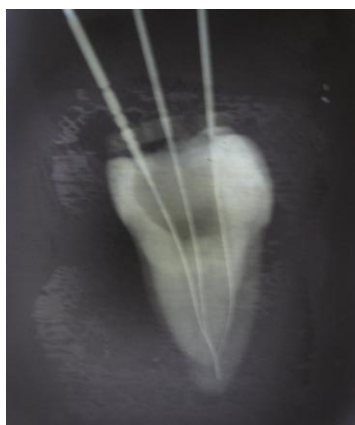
Radiografía periapical de molar inferior con tres conductos en la raíz mesial
